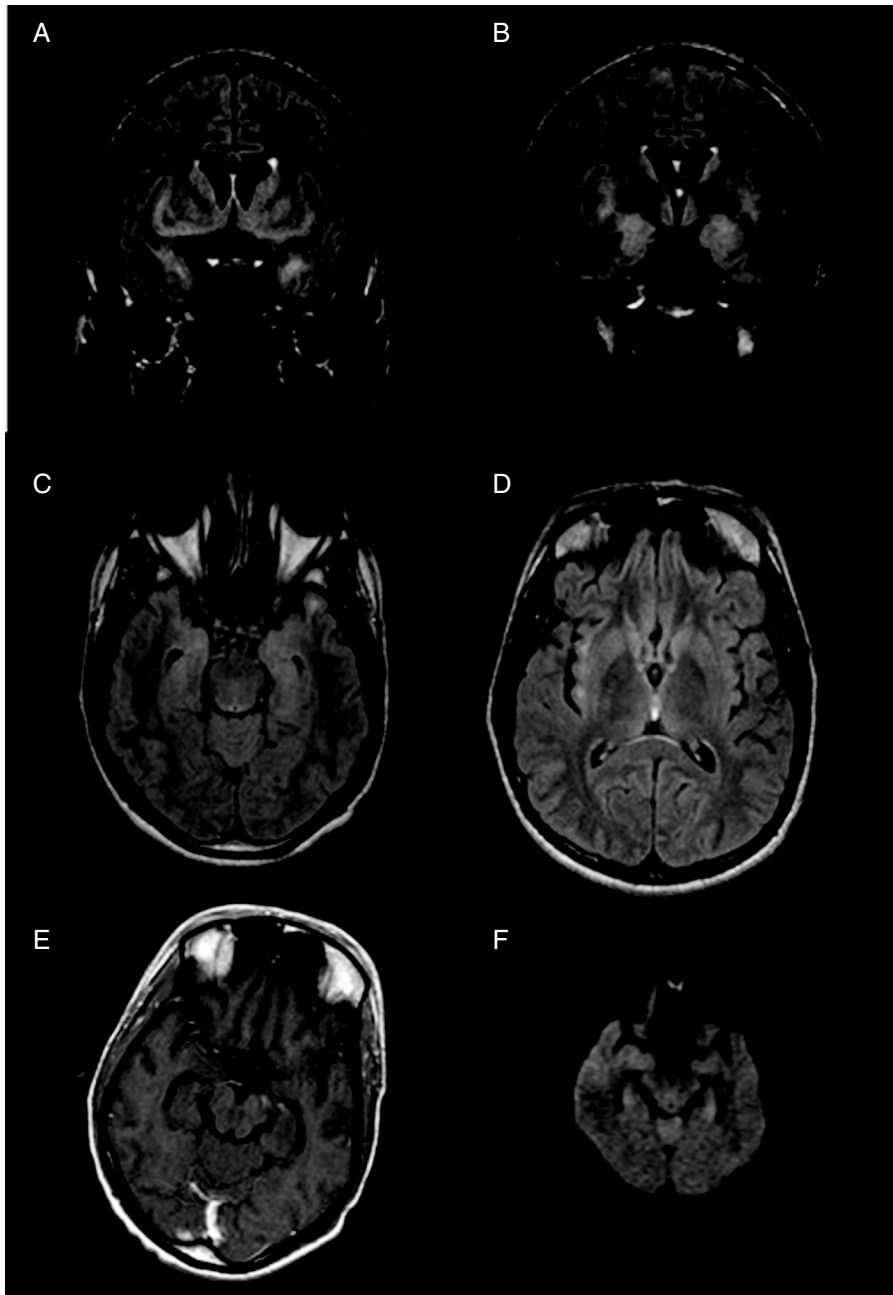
Resonancia magnética (RM) cerebral realizada al diagnóstico. Se observa un aumento de señal de la corteza en secuencias T2 FLAIR coronal (A-B) y T2 axial (C-D) afectando a ambos hipocampos, amígdalas, polos temporales, así como de las regiones basal y parasagital de ambos lóbulos frontales, ambas ínsulas, globos pálidos y núcleos caudados. Tras la administración de contraste por vía intravenosa (E) no se observan realces patológicos. Las lesiones no producen efecto de masa ni muestran restricción de la difusión en secuencias DWI (F).
